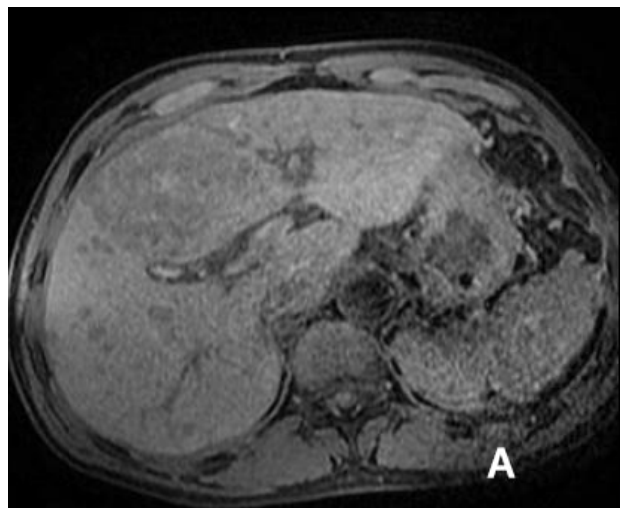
IRM Coupes axiales en T1 d'un cholangiocarcinome intra hépatique[148]
